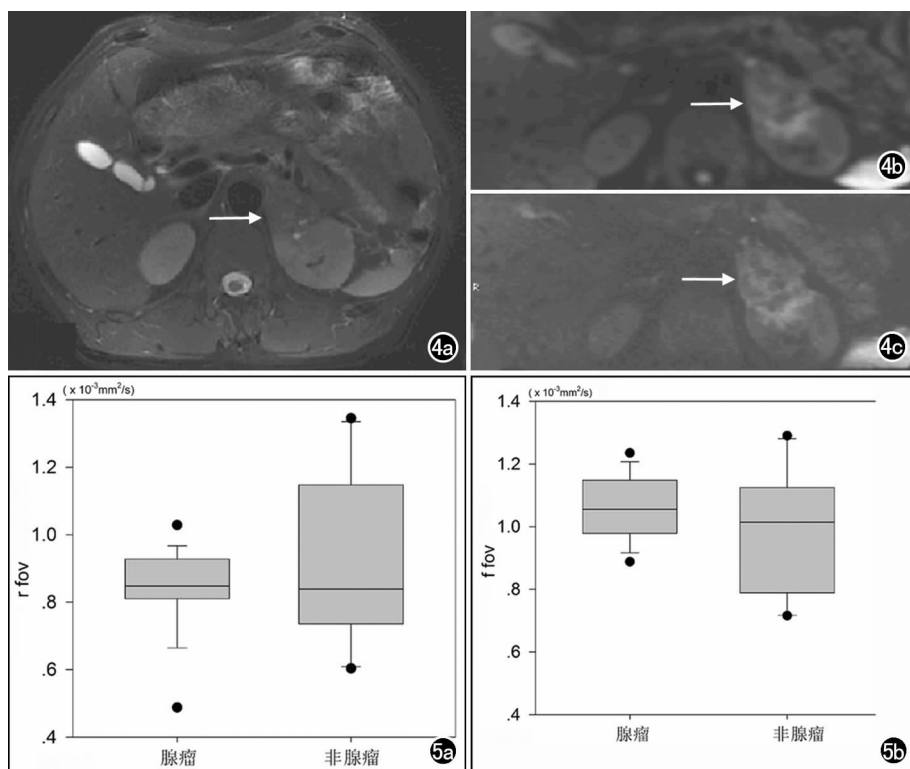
男, 57 岁, 因食管癌术后左腰部疼痛 3 个月就诊, 高血压病史 3 年。a) T_2WI 图像示结节呈等-稍低信号(箭); b) fFOV DWI 图像, 结节(箭)与正常肾上腺组织边界显示欠清; c) rFOV DWI 图像, 可清晰显示肾上腺结节(箭)与左侧肾上腺毗邻关系以及左侧肾脏受侵范围。图 5 a) rFOV DWI ADC 值误差条形图; b) fFOV DWI ADC 值误差条形图。
